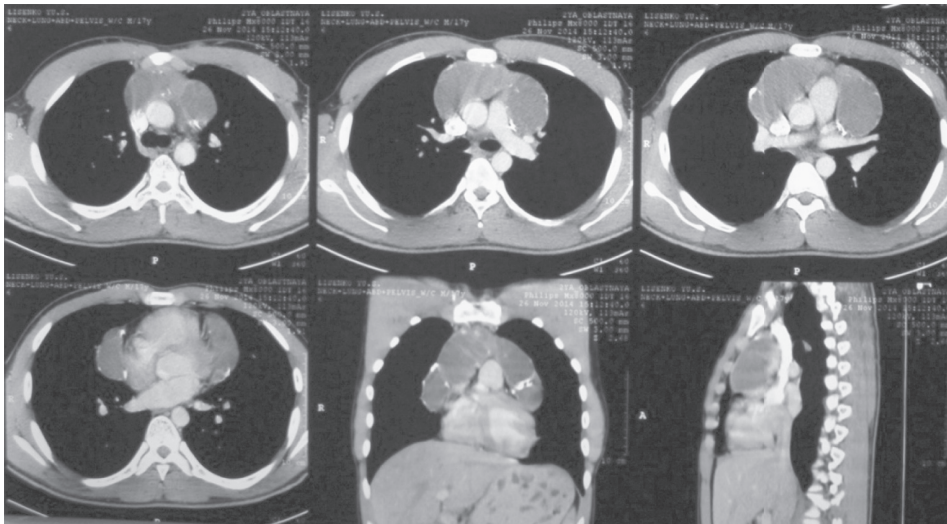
Комп'ютерна томографія при госпіталізації.
